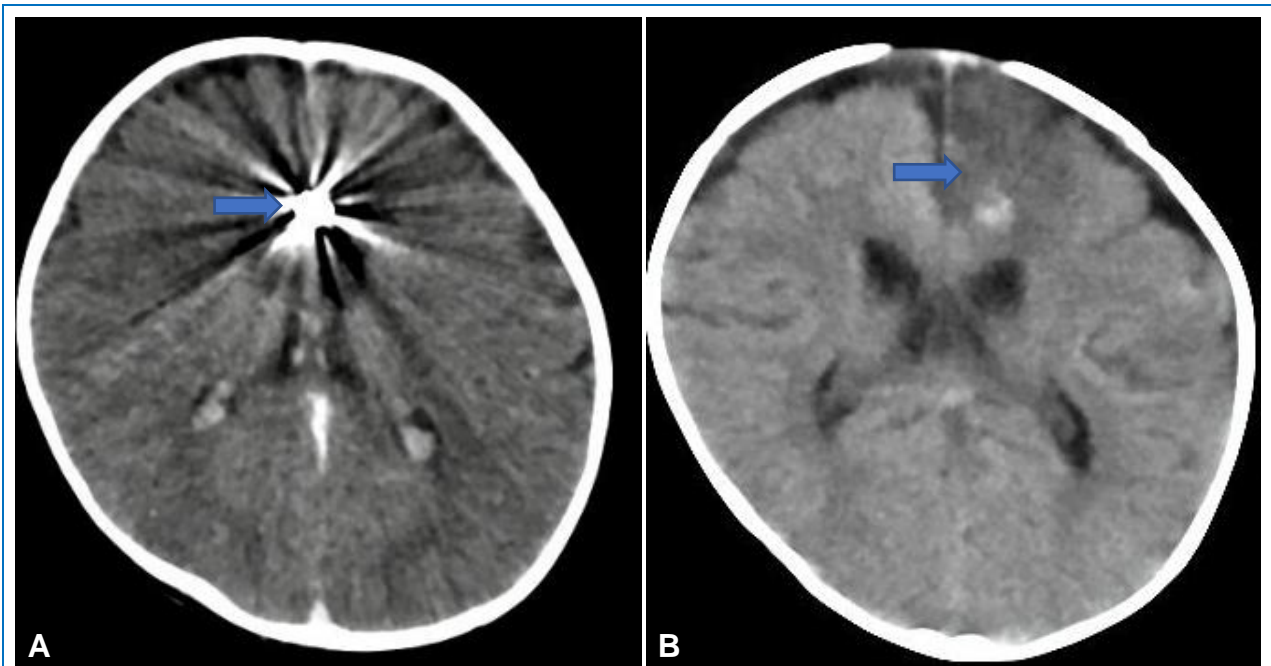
(A) TAC cerebral sin contraste en corte axial donde se evidencia la hiperrefringencia del material de embolización en el territorio del segmento A2-A3 izquierda (flecha azul). (B) TAC cerebral sin contraste en corte axial donde se evidencia el infarto en territorio de la arteria pericallosa izquierda (flecha azul) que no originó mayor repercusión clínica
